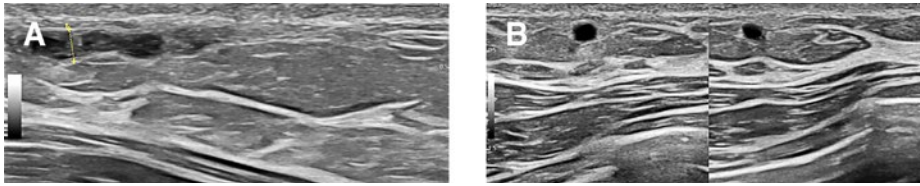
Doppler-sonographische Aufnahmen: A) Vena thoracica lateralis im Längsschnitt mit echoreichem Thrombus. B) Vena thoracica lateralis im Querschnitt. Rechts: Die Vene lässt sich nicht komprimieren.
